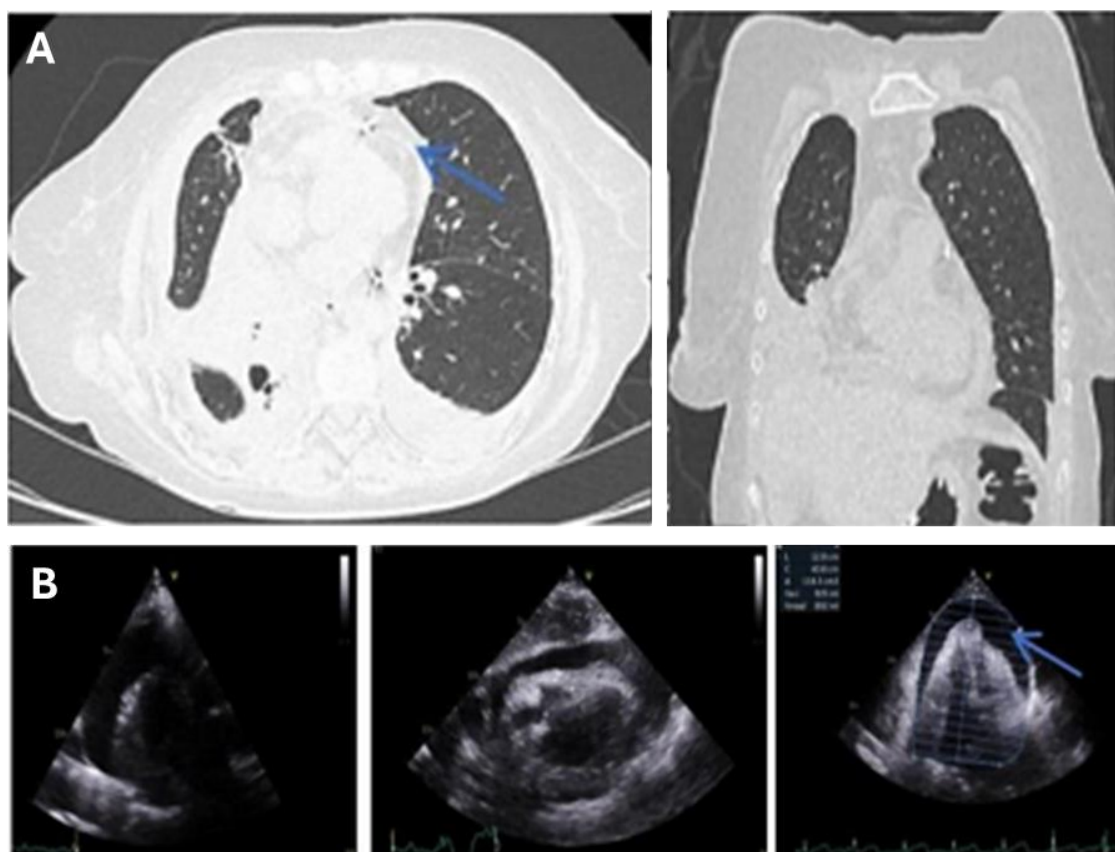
A. Imagens axiais e coronais de tomografia computadorizada demonstrando derrame pericárdico (seta azul). B. Ecocardiografia: derrame pericárdico grave, não loculado, com volume estimado de aproximadamente 1000 mL, evidenciando sinais de tamponamento cardíaco, incluindo colapso do átrio direito e do ventrículo direito (seta azul).
